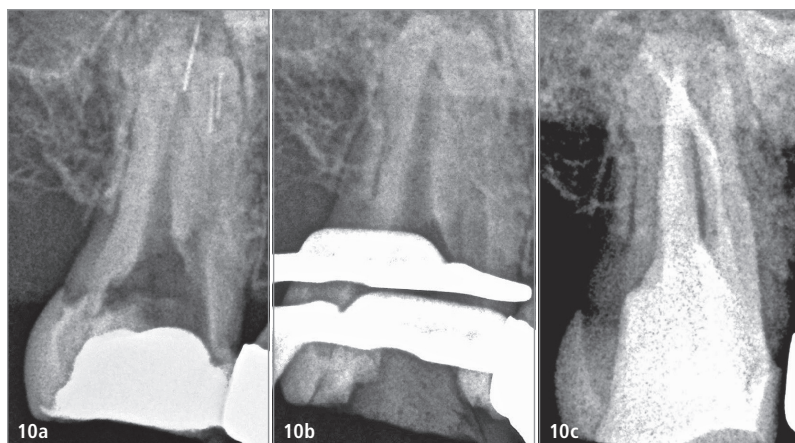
Präoperative Aufnahme eines oberen Molaren mit vier frakturierten Feilen. – Abb. 10b: Arbeitsbild nach Entfernung der Instrumente in weniger als 15 Minuten. – Abb. 10c: Postoperative Röntgenaufnahme des obturierten Kanals (Fall von Dr. Yoshi Terauchi).
